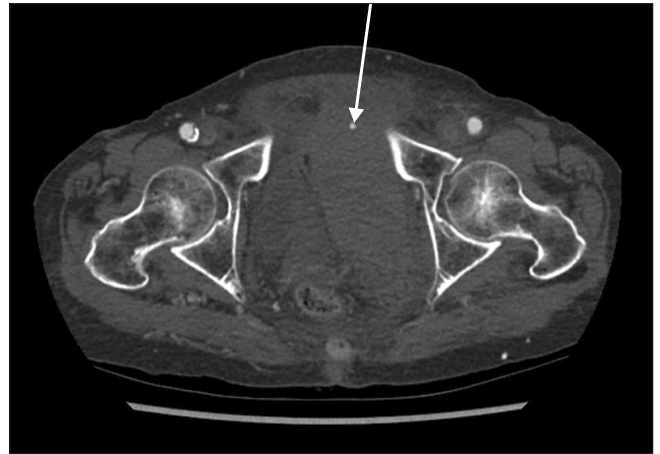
Contrast-enhanced axial pelvic computed tomography scan showing an active contrast extravasation adjacent fracture site (arrow). An approximately 12-cm-sized hematoma in the extraperitoneal space of left pelvic wall is seen.
